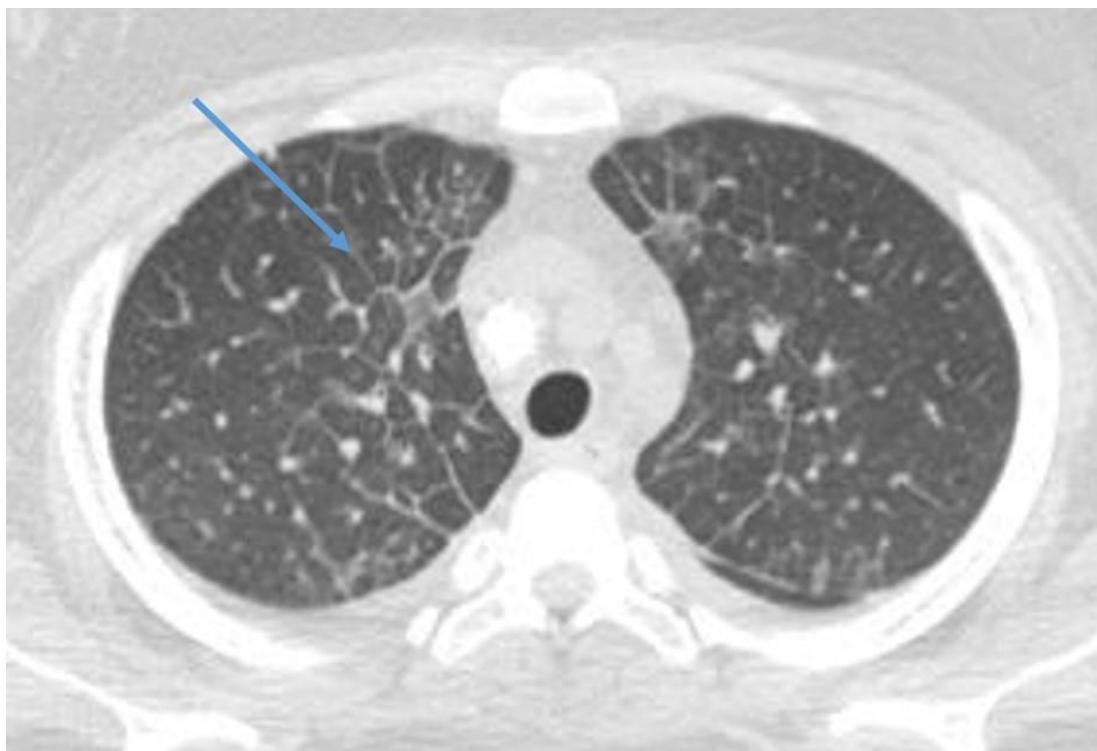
КТ груди, аксиальный срез. Больной с вирусной инфекцией.
